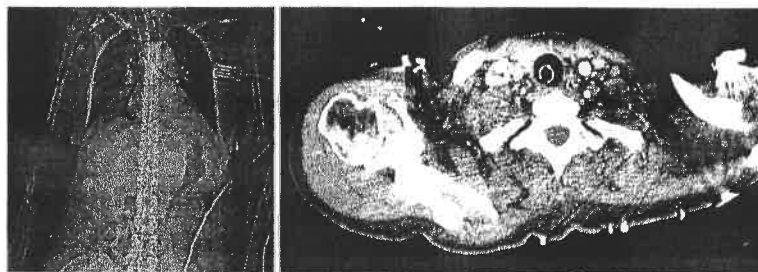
10 Examen CT torace - Artefacte metalice: topogramă (a), secțiune axială (b).
